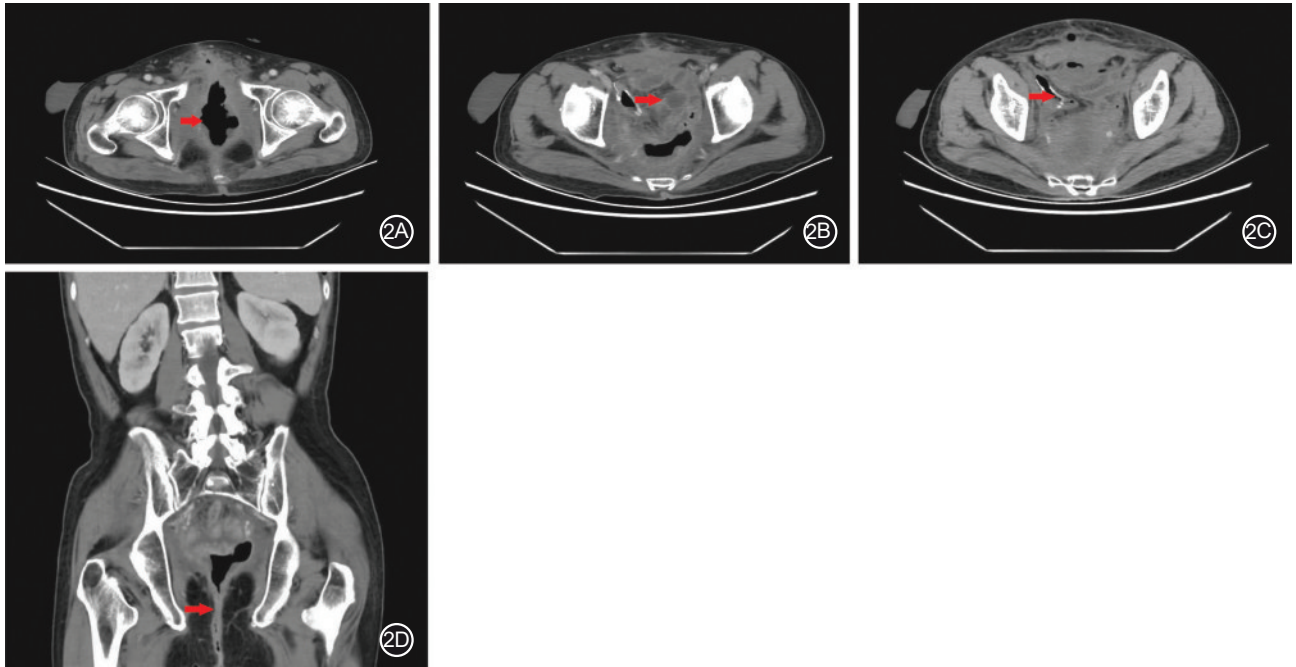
空盆腔综合征的腹盆腔CT影像图(作者团队提供) 2A. 盆腔脏器联合切除术后盆腔空腔形成(箭头所示);2B. 小肠坠入盆腔(箭头所示);2C. 盆腔空腔内积液感染,小肠旁可见金属钉夹残留(箭头所示);2D. 肠痿及窦道形成(箭头所示)
